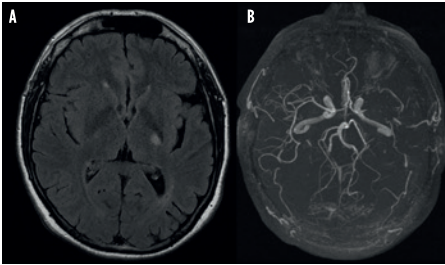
A: RM craneal (secuencia T2-FLAIR) muestra lesión isquémica aguda en brazo posterior de la cápsula interna izquierda. B: Angio-RM cerebral; estenosis de la porción proximal de ACM izquierda
